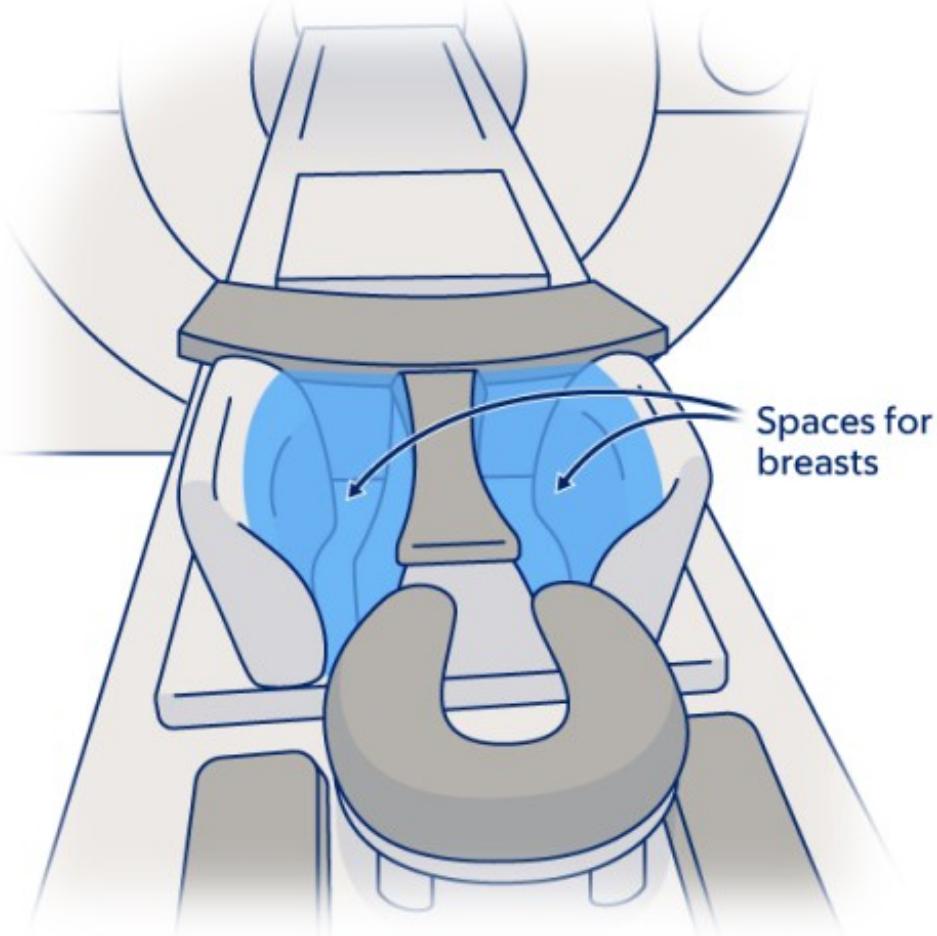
Смягченные подушечками отверстия для молочных желез в столе томографа
